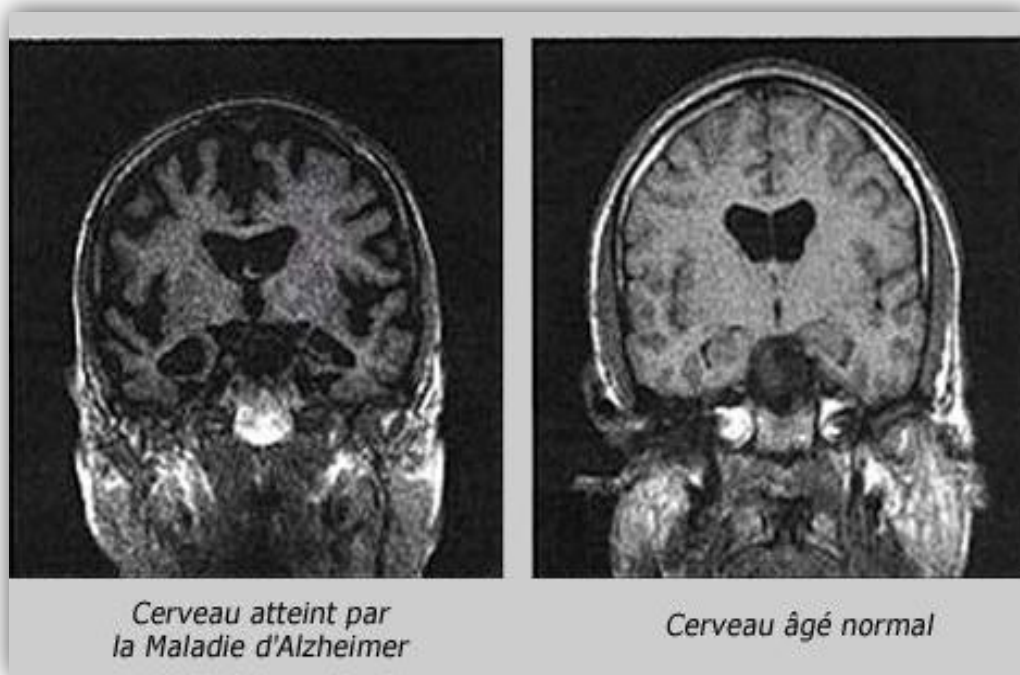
Comparaison d'un sujet sain et d'un malade atteint d'Alzheimer (Images d'IRM cérébrale) (Anonyme., 2009).
